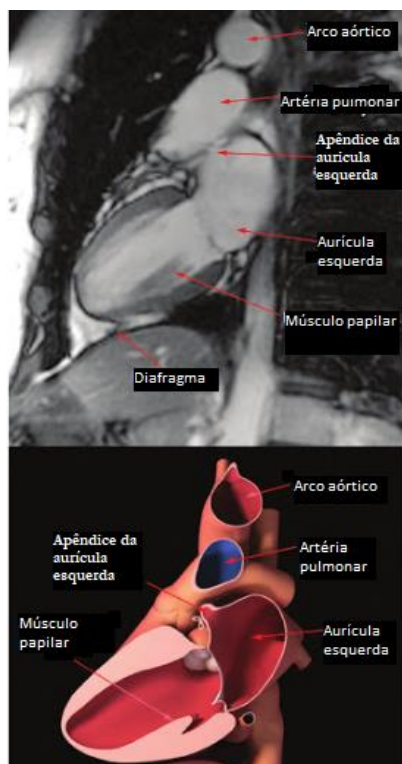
Anatomia cardíaca na RM, evidenciando AE (adap. Williamson, Eric E., McGee 2008)
